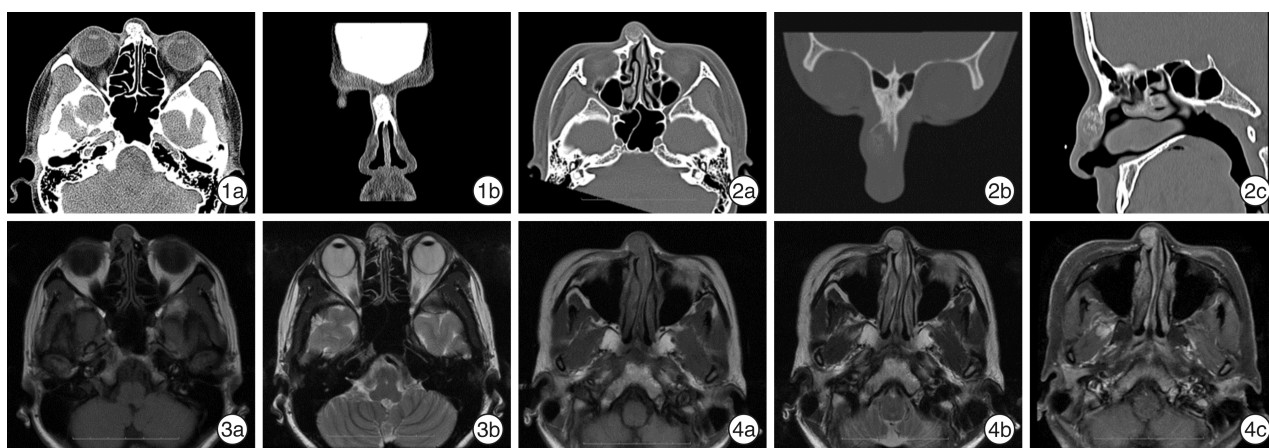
鼻内镜下手术切除患者术前鼻窦 CT 所见 示鼻根部类圆形密度增高影(1a:轴位,1b:冠状位); 图 2 鼻小柱-鼻翼“蝶形”切口手术切除患者鼻窦 CT 所见 示鼻根部类圆形密度增高影,内部密度不均,边缘有不完整的骨壳,瘤内可见骨样间隔及低密度软组织斑片影(2a:鼻窦 CT 轴位,2b:鼻骨 CT 轴位,2c:鼻窦 CT 矢状位); 图 3 鼻内镜下手术切除患者 MRI 所见 鼻根部肿瘤 T1WI 呈低或等信号,类圆形边界清楚;肿瘤 T2WI 为高信号,但内部信号不均匀(3a:T1WI 轴位,3b:T2WI 轴位); 图 4 鼻小柱-鼻翼“蝶形”切口手术切除患者 MRI 所见 鼻根部肿瘤 T1WI 呈等信号,类圆形边界清楚;肿瘤 T2WI 呈类圆形高信号,但内部信号不均匀;肿瘤在 T1WI 增强时,呈高信号(4a:T1WI 轴位,4b:T2WI 轴位,4c:轴位 T1WI 增强像)。
